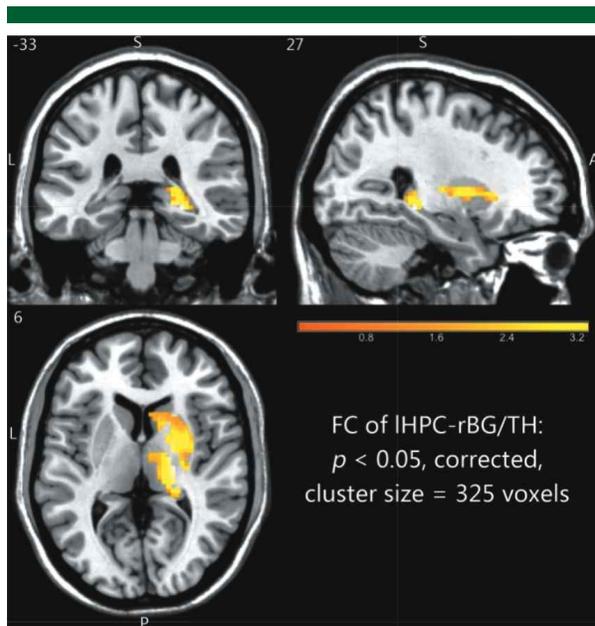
Resonancia magnética de un niño con TEA (mayor conectividad funcional entre el hipocampo izquierdo y los ganglios basales en niños con TEA) (Xiao-Jing, 2017).
